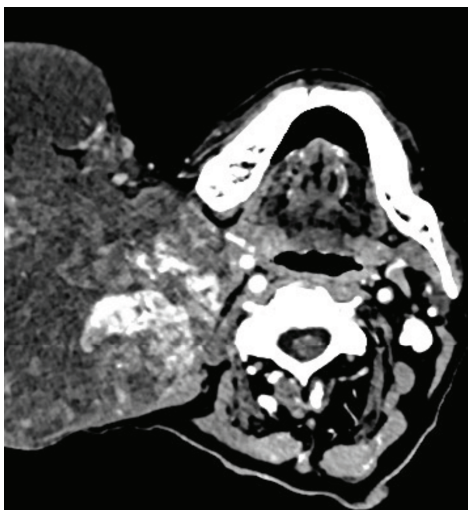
СКТ шеи больного М., поперечный срез
